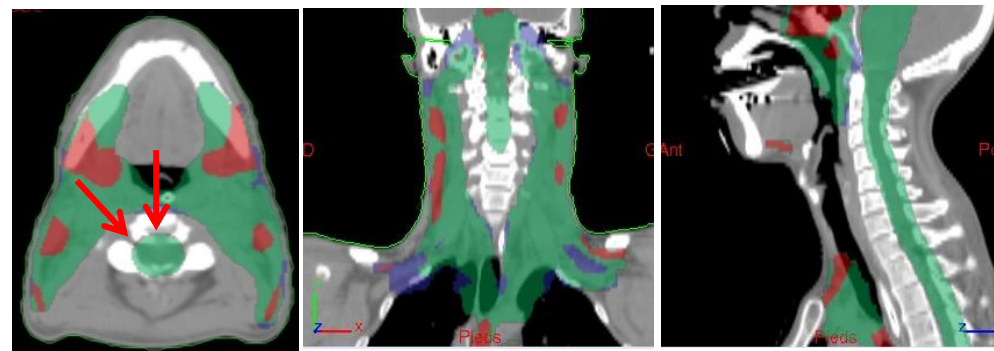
(a) Carte de latitude de dose, (b) Carte de différence de dose et (c) Carte d'alerte et (d) carte d'alerte avec l'option de la sphère de 1 cm pour le CT de surveillance de la 4^{ème} semaine de traitement du Patient 8.
